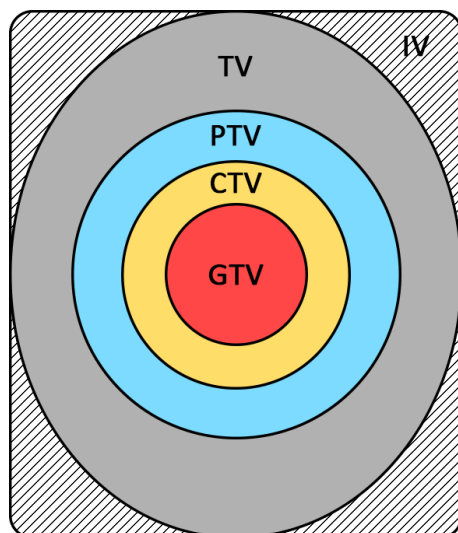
Délimitation du volume tumoral selon l'ICRU. Nous trouvons le GTV (en rouge) entouré d'une marge associée aux cellules indétectables sur les images CT formant le CTV (en jaune) qui est à son tour entouré d'une marge prenant en compte le positionnement du patient donnant le PTV (en bleu). Ce volume se trouve dans le volume de traitement TV (en gris) spécifié par le radiothérapeute qui correspond au niveau de dose thérapeutique minimale. Idéalement, TV devrait être similaire au PTV. Toutefois, le TV dépend de la modalité de traitement utilisé ainsi de que de la méthode utilisée lors de la planification de traitement. Ces volumes se situent nécessairement à l'intérieur du volume d'irradiation IV (hachuré).
